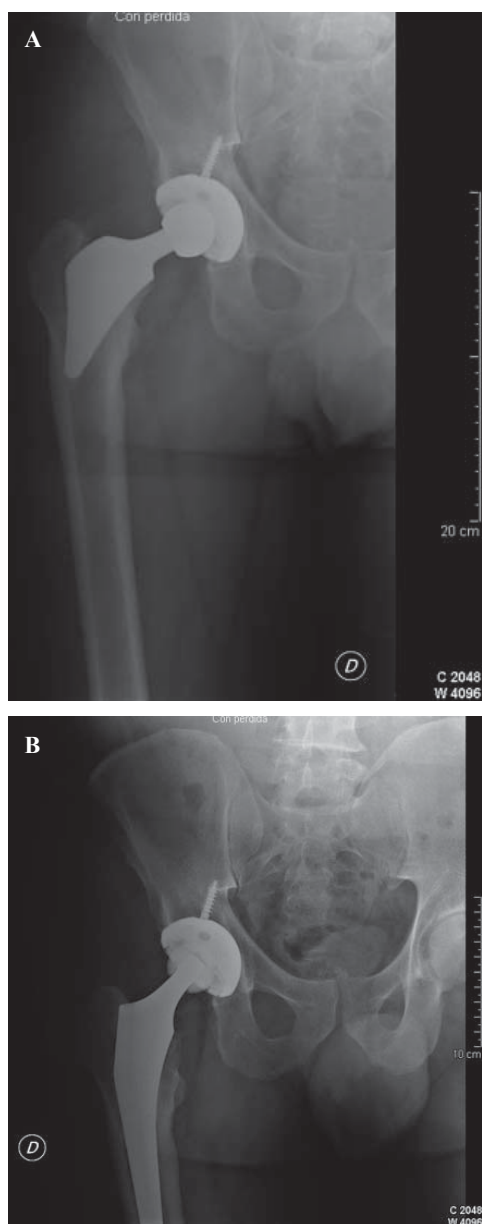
A) Paciente varón de 46 años diagnosticado con coxartrosis de cadera. Radiografía anteroposterior de la cadera a seis meses de la colocación de un vástago Próxima DePuy en varo severo. B) Un año después de la revisión del vástago corto metafisario Próxima DePuy.
